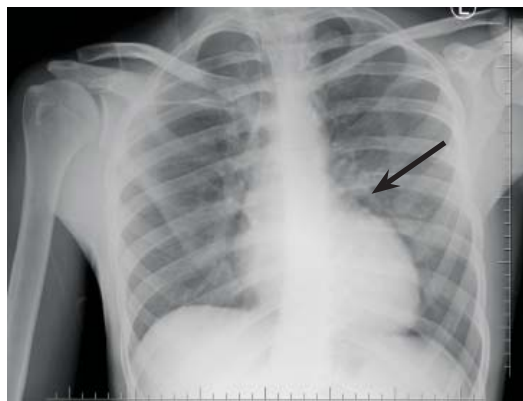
Рентгенография органов грудной клетки в прямой проекции. Рентгенологическая картина похожа на «яйцо, лежащее на боку», что является признаком транспозиции магистральных артерий и сохраняется на всю жизнь, несмотря на нормализацию гемодинамики после операции артериального переключения
